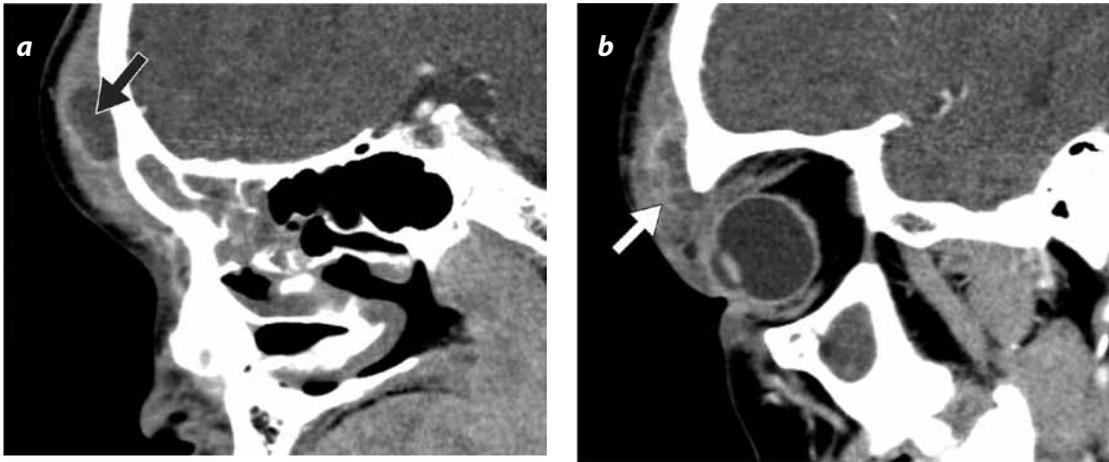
TAC de cara con medio de contraste. Imagen sagital que muestra absceso subgaleal frontal (flecha negra en A) con extensión al párpado superior (flecha blanca en B).
